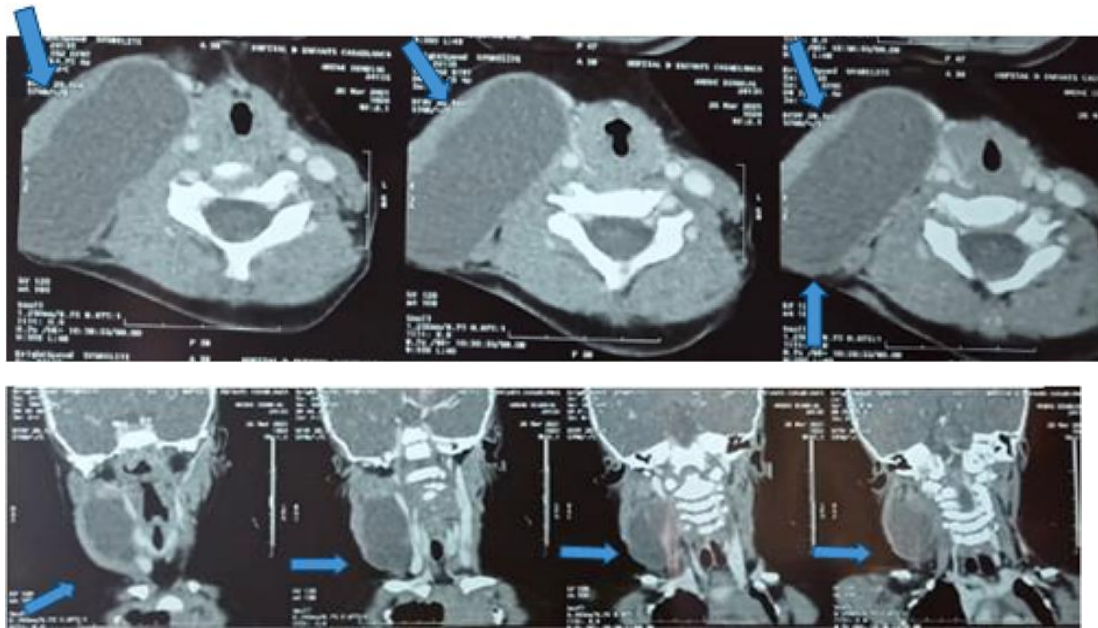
Une TDM cervicale en coupe axiale et coupe frontale : présence d'une formation volumineuse, ovale, latéro-cervicale droite, bien limitée, régulière, de densité liquidienne, avec quelques cloisons, mesurant 84 × 54 × 71[5].
